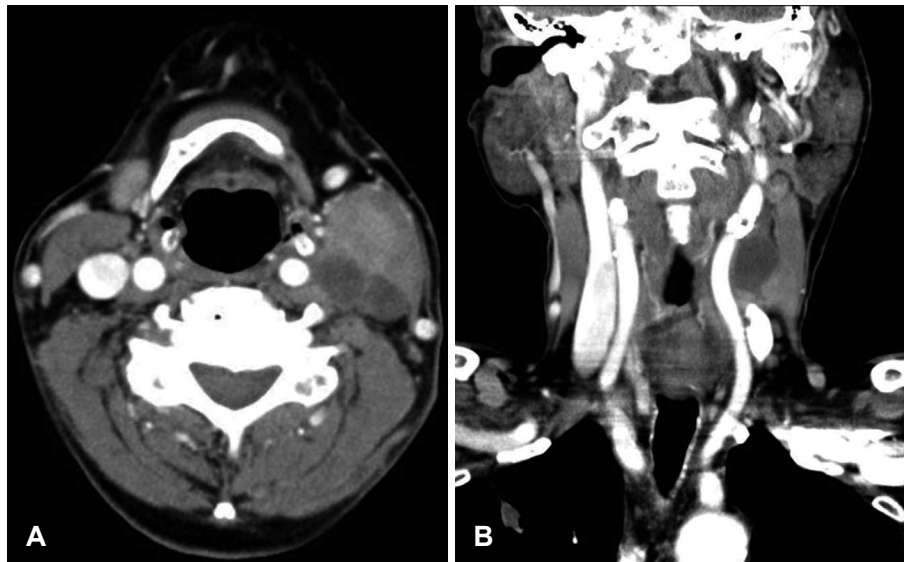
Contrast enhanced axial CT scan shows lobulated cystic mass in left carotid space abutting medial side of the left sternocleidomastoid muscle at the level of hyoid bone (A). Coronal CT scan shows displaced left internal jugular vein by above noted cystic mass (B).
